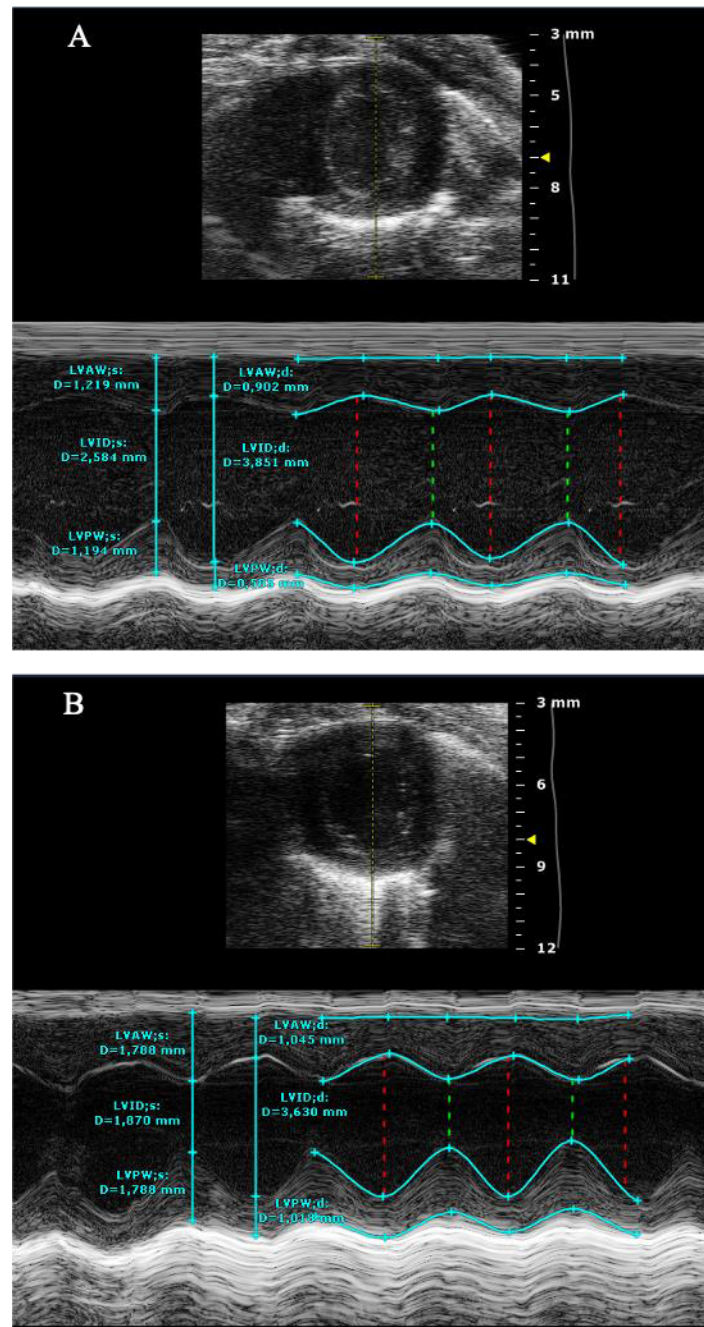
M-Mode der midventrikulären parasternalen kurzen Achse (SAX) aufgezeichnet bei einer DIO-Maus und einer WT-Maus. Dargestellt ist exemplarisch eine M-Mode Aufnahme der SAX einer WT-Maus (A) und einer DIO-Maus (B) mit Markierung der entsprechenden linksventrikulären, anterioren und posterioren Wanddicken (LVAW, LVPW) sowie des interventrikulären Durchmessers (LVID) in Systole (s) und Diastole (d) zur Messung der Wandstärken.
